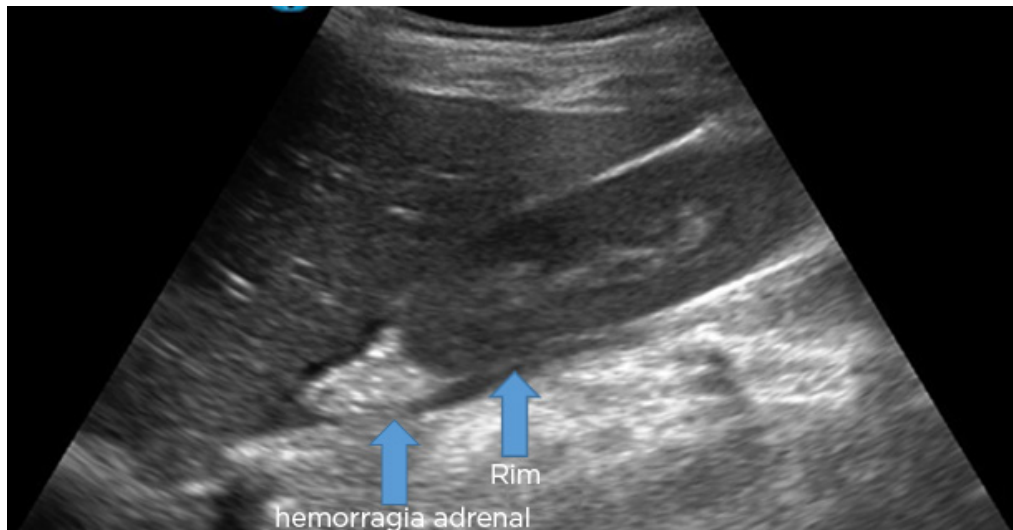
Imagem da hemorragia adrenal detectada na ultrassonografia abdominal.
